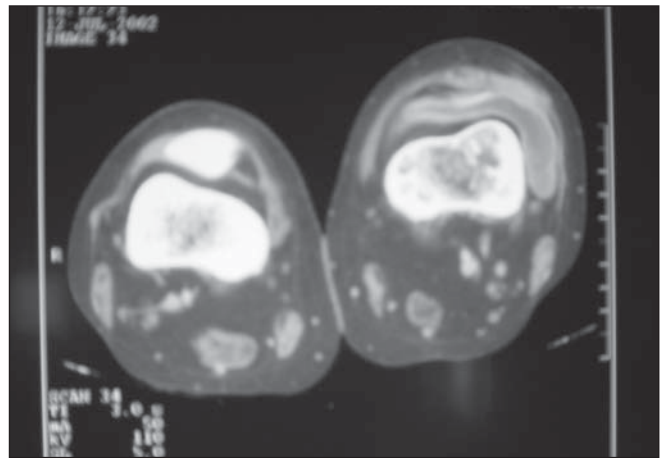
TC com contraste. Derrame articular à esquerda.
